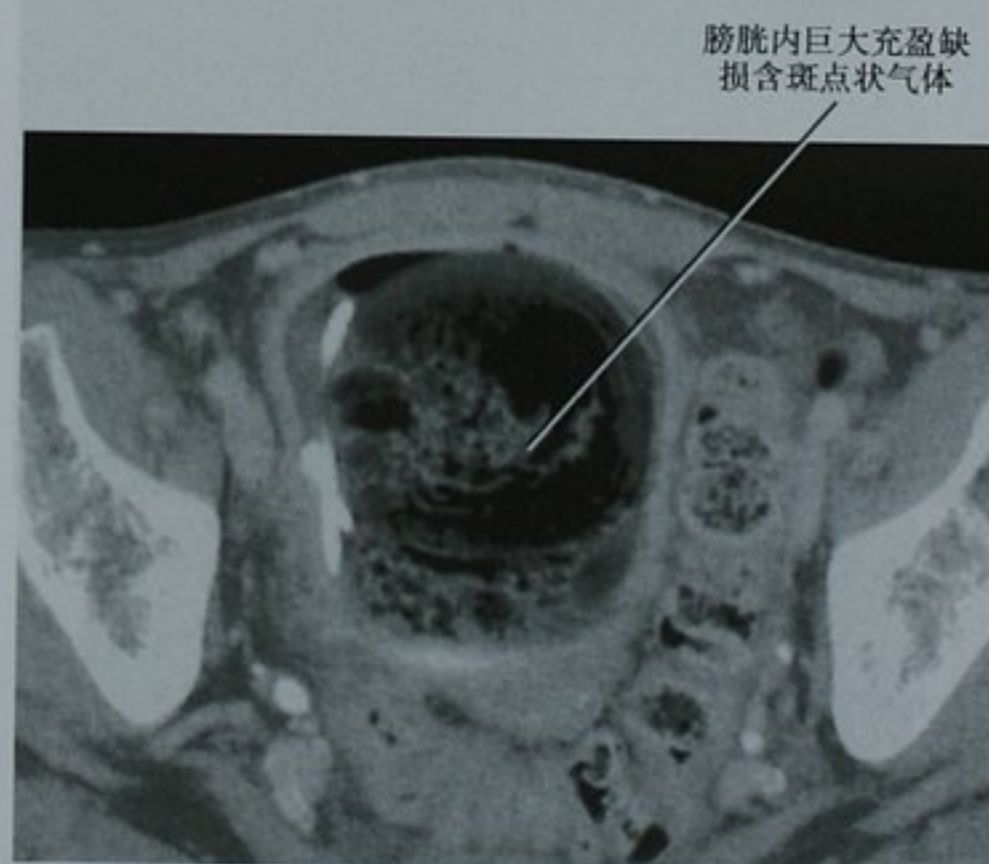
对比增强 CT 扫描排泄期膀胱横断位图像显示一内含气体的巨大物体占据膀胱大部。这一征象为足菌肿(此例经手术取出)的典型表现,但是结肠膀胱瘘时粪便内混合气体也可有类似表现
